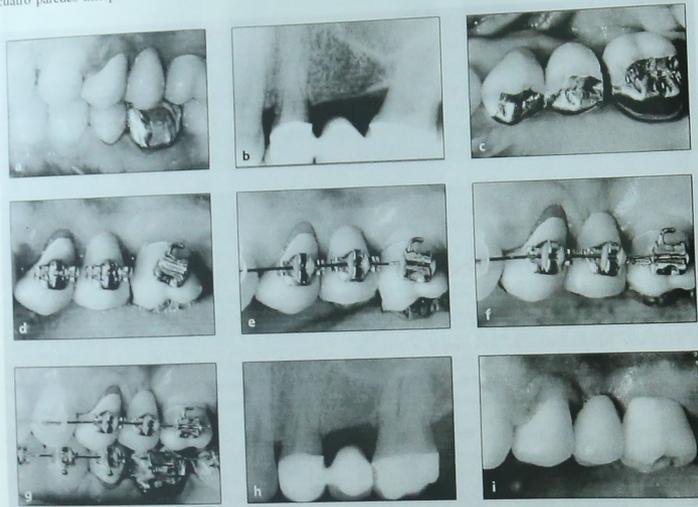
El paciente, de 43 años, tenía un surco periodontal sangrante de 6 mm sobre la cara mesial del primer molar izquierdo superior (a). Este diente era un pilar de una prótesis parcial fija de tres unidades. La radiografía periapical muestra la existencia de un defecto de una pared en la cara mesial del primer molar, que está inclinado hacia mesial (b). El plan de tratamiento incluía el secionamiento de la prótesis parcial (c), con la colocación del bracket en el molar perpendicular al eje longitudinal de la raíz (d) y la inserción de un arco para enderezar y erupcionar el diente (e). Dado que la corona había sido construida considerando un plano oclusal que se iba a modificar, la superficie oclusal se modificó (f) para establecer un contacto oclusal satisfactorio (g). La radiografía posttratamiento muestra la cantidad de extrusión molar que se realizó para eliminar el defecto de una pared (h) de modo que la prótesis parcial final pudiera ser colocada en un diente periodontalmente sano (i).
